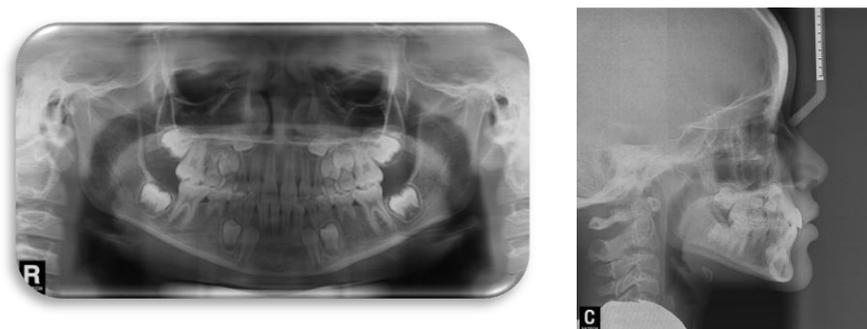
(A): Radiografia panorâmica final. (B) Radiografia cefalométrica lateral final.
